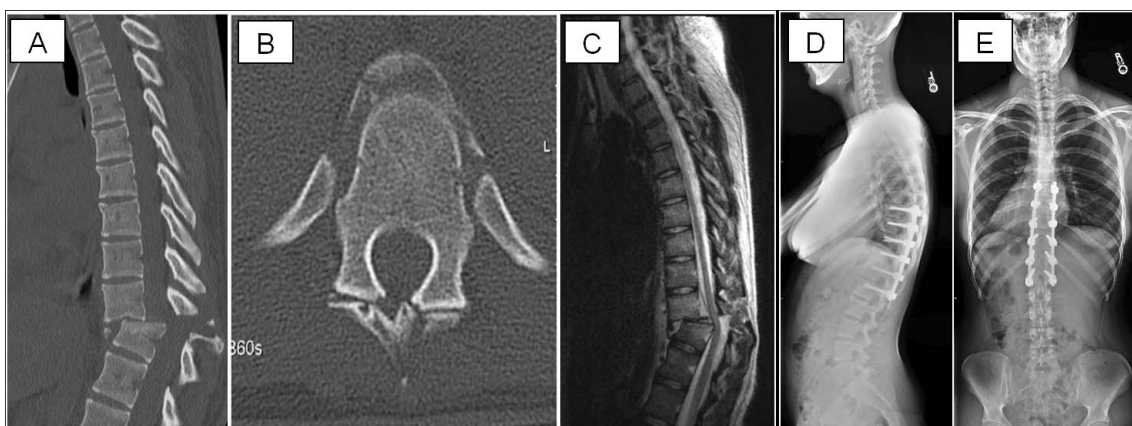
Paciente do sexo feminino de 21 anos apresenta-se na unidade de emergência após acidente automobilísticos. Tomografia em corte sagital e axial (A e B) e RM em corte sagittal (C) demonstram um lesão em translação entre T10-11. A paciente tinha déficit neurológico incompleto (ASIA C). Ela foi submetida a fixação posterior de T8-L1 com descompressão e redução da lesão (como demonstrado nas radiografias em perfil e incidência antero-posterior, em D e E, respectivamente). Após seis meses, a paciente estava neurologicamente intacta. O TLICS obtido foi: 3 pontos da lesão em translação, 3 pontos por lesão no complexo ligamentar posterior e 3 pontos por déficit neurológico incompleto, perfazendo um total de 9 pontos no TLICS.
